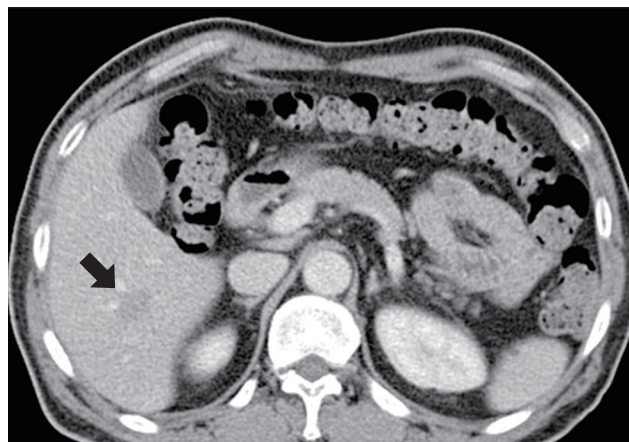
Abdominal enhanced CT findings at 2 weeks after discharge. The multilobulated cystic lesion has regressed, with focal inflammatory changes indicated by an arrow.
